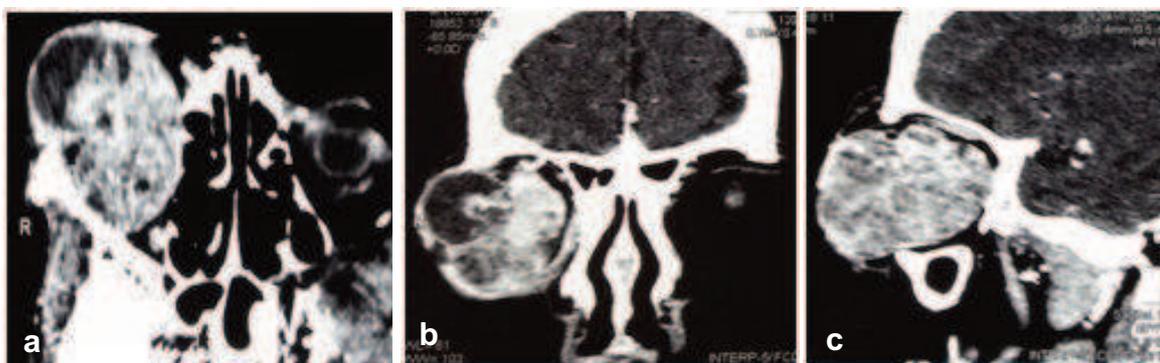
TDM en coupe axiale (a), coronale (b) et sagittale (c) : montre une masse tissulaire intra orbitaire intra conique polylobée, hétérogène, rehaussée intensément après injection du produit de contraste, engainant le nerf optique dans sa partie pré bulbaire et les parties molles palpébrales inférieures sans lyse osseuse. L'exophtalmie est de grade III.
